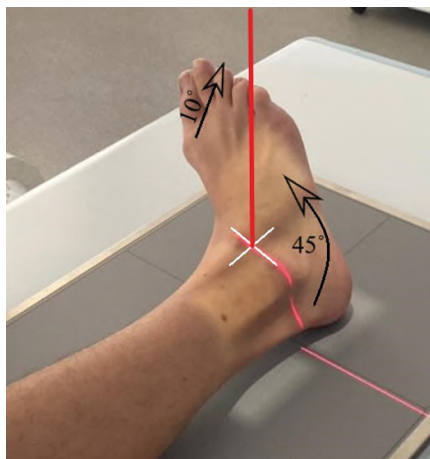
Рентгенография голеностопного сустава. Косая проекция (45°)
